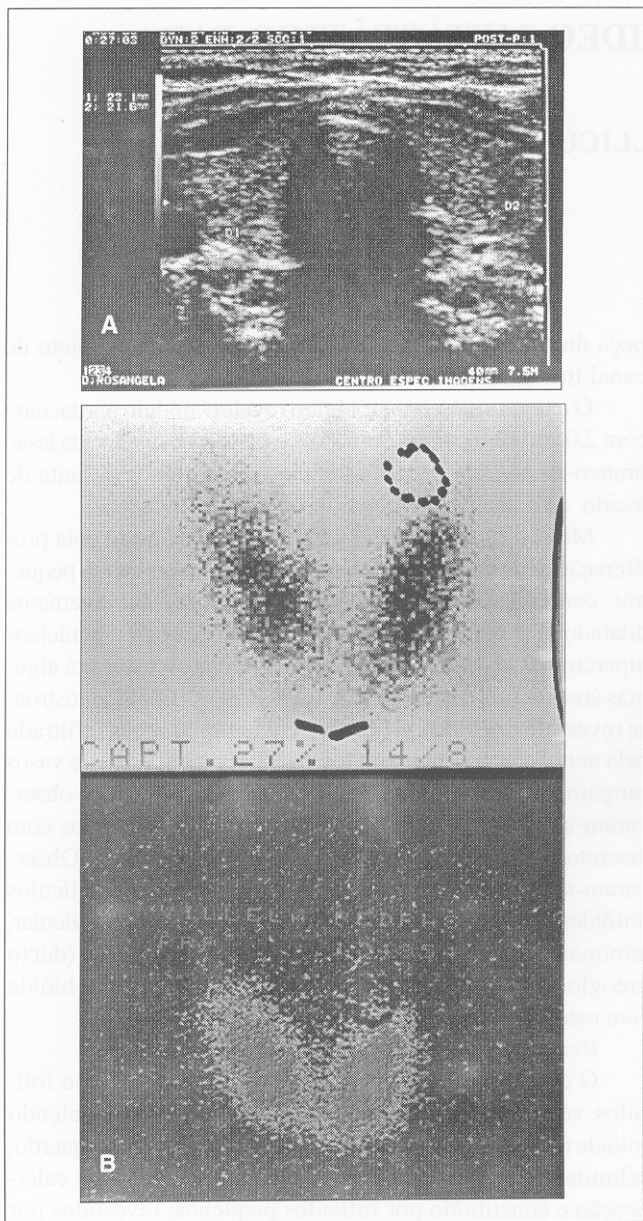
Ultra-sonografia revelando glândula tireóide normal. 1-B – Cintilografia tireóidea normal, com nódulo não captante acima do pólo superior esquerdo
